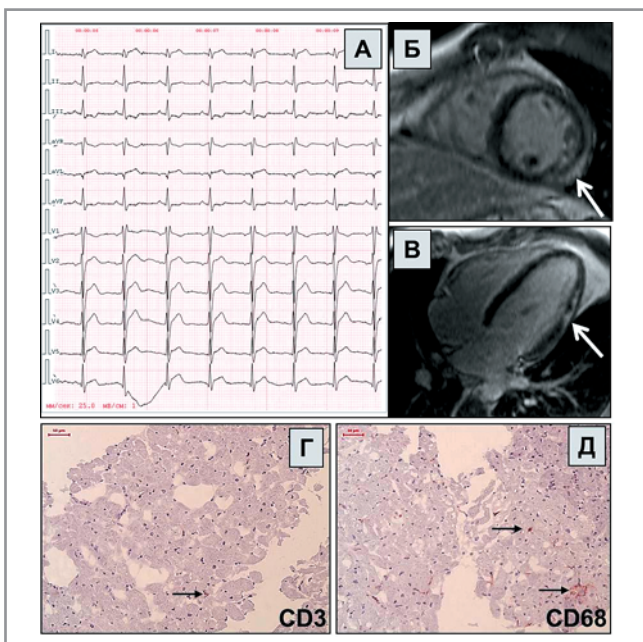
Пример пациента группы I с «инфарктоподобным» клиническим течением миокардита. Пациент К., 37 лет. Госпитализирован в стационар в связи с внезапно возникшими болями в грудной клетке. По данным проведенного обследования отмечаются повышение уровня тропонина и неизмененные коронарные артерии. А – электрокардиограмма: отмечается подъем сегмента ST в отведениях I, aVL, V5–V6, реципрокные депрессии сегмента ST в отведениях III, aVF; Б, В – изображения МРТ: отмечается субэпикардальное позднее накопление контрастного препарата в боковой стенке левого желудочка (отмечено стрелками); Г, Д – препараты эндомикардиальной биопсии того же больного, иммуногистохимическая окраска на воспалительные (коричневый цвет, указаны стрелкой) – CD3 Т-лимфоциты (Г) и CD68 макрофаги. Ядра клеток докраснены гематоксилином.
